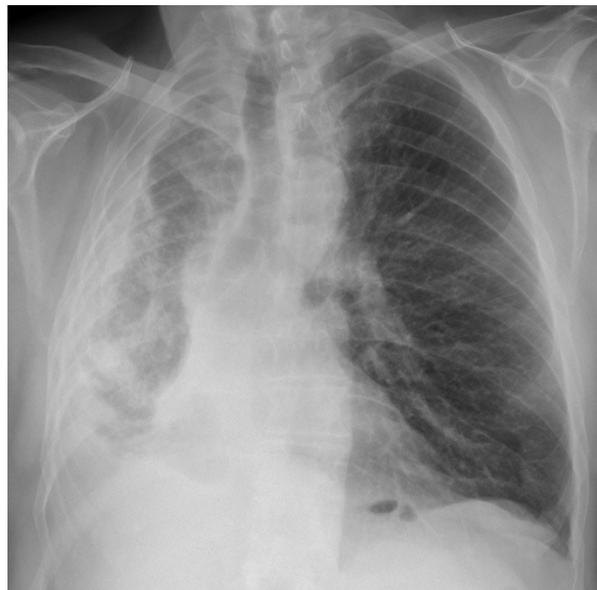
RADIOGRAFÍA DEL PACIENTE
